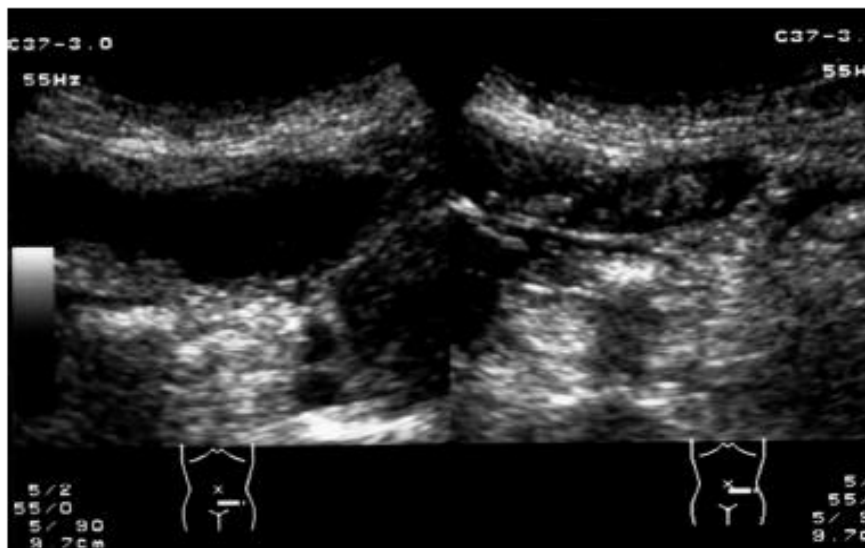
Ecografía abdominal. Se observa un ovario derecho aumentado de volumen con gas en su interior.
